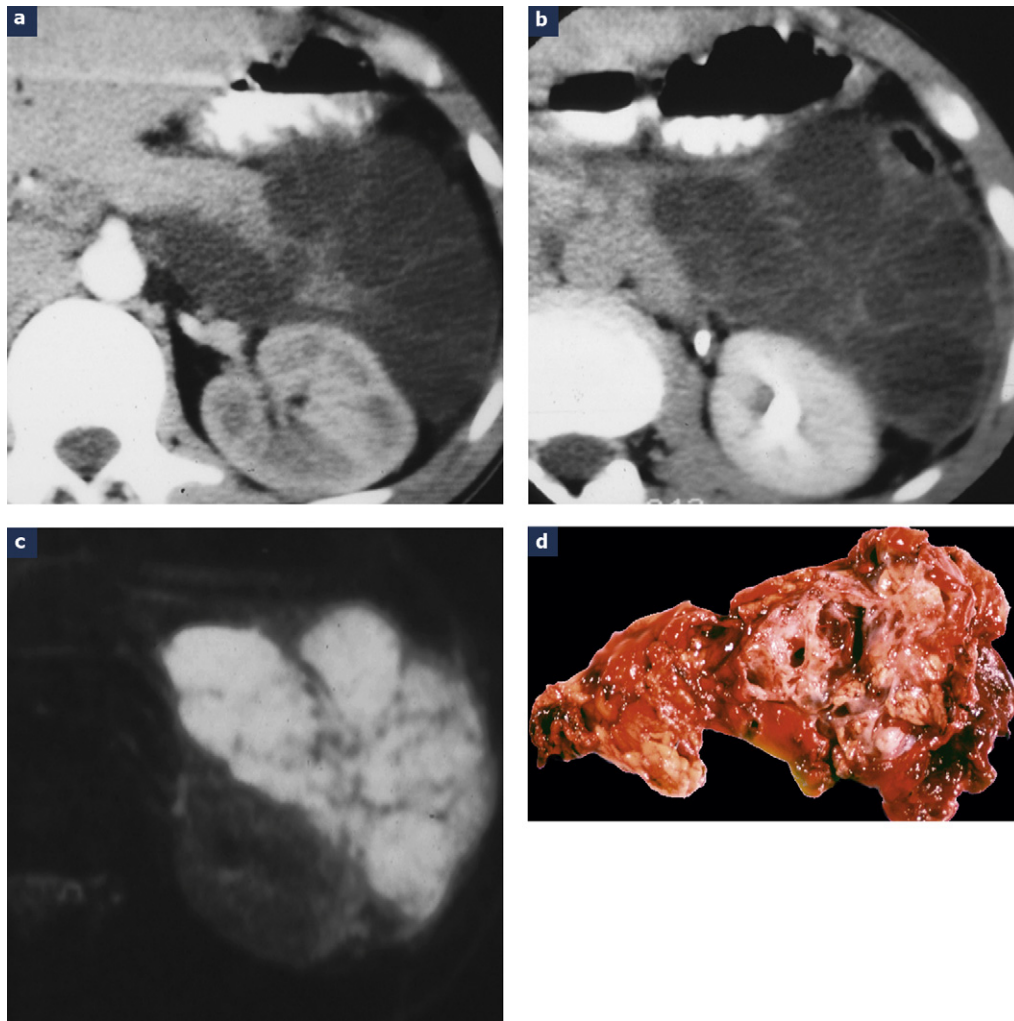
Lymphangiome pancréatique chez un jeune garçon de 16 ans : a : scanner : lésion multiloculée de densité liquidienne avec multiples cloisons, dont la région axiale est encastrée dans le tissu pancréatique ; b : scanner temps tardif : présence de cloisons fines à l'intérieur de la lésion dont la forme s'adapte aux organes de voisinage sans les refouler ; c : IRM pondération T2 : hypersignal liquidien homogène de l'ensemble des locules ; d : pièce opératoire qui confirme le lymphangiome kystique pancréatique.
